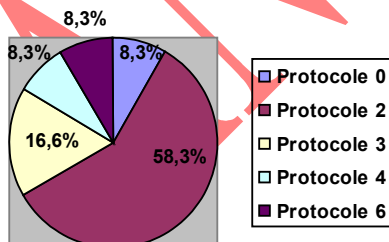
Répartition des protocoles dans le groupe AVC-TC
